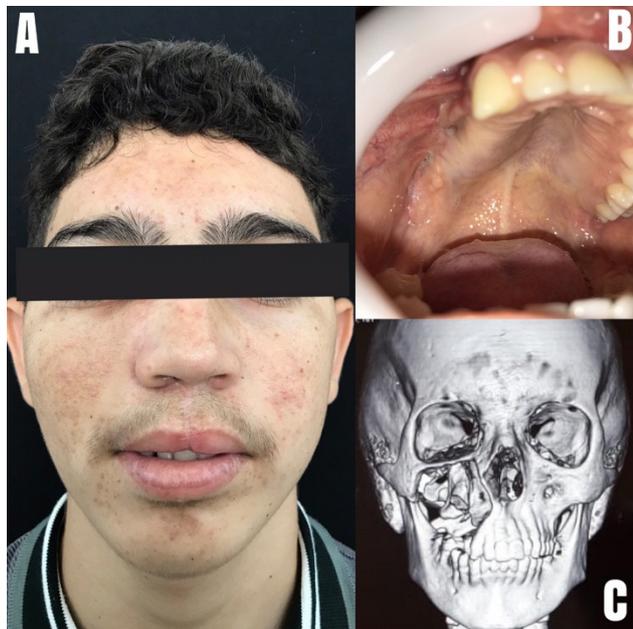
Imagens pós-operatórias. Legenda: A, fotografia frontal pós-operatória; B, fotografia intra-oral pós-operatória; C, tomografia computadorizada pós-operatória (reconstrução 3D).
